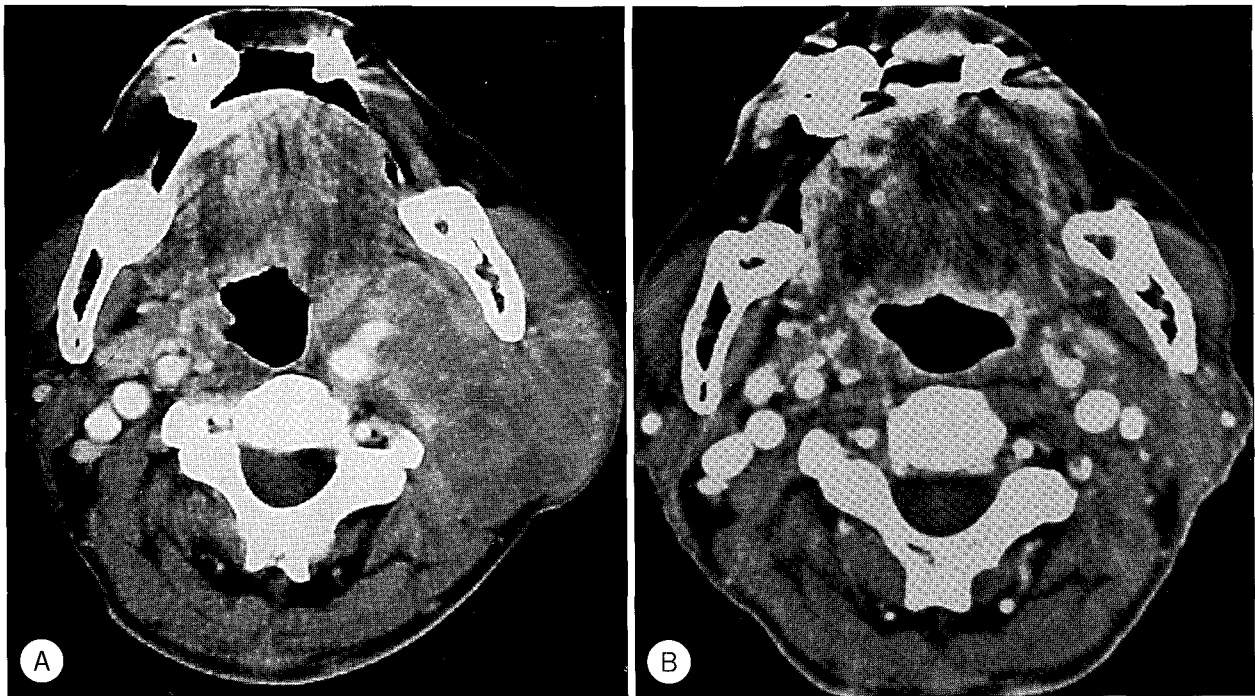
CT scan of the neck showed lobulated mass at the left submandibular area before treatment(A) and completely disappeared after treatment(B).
